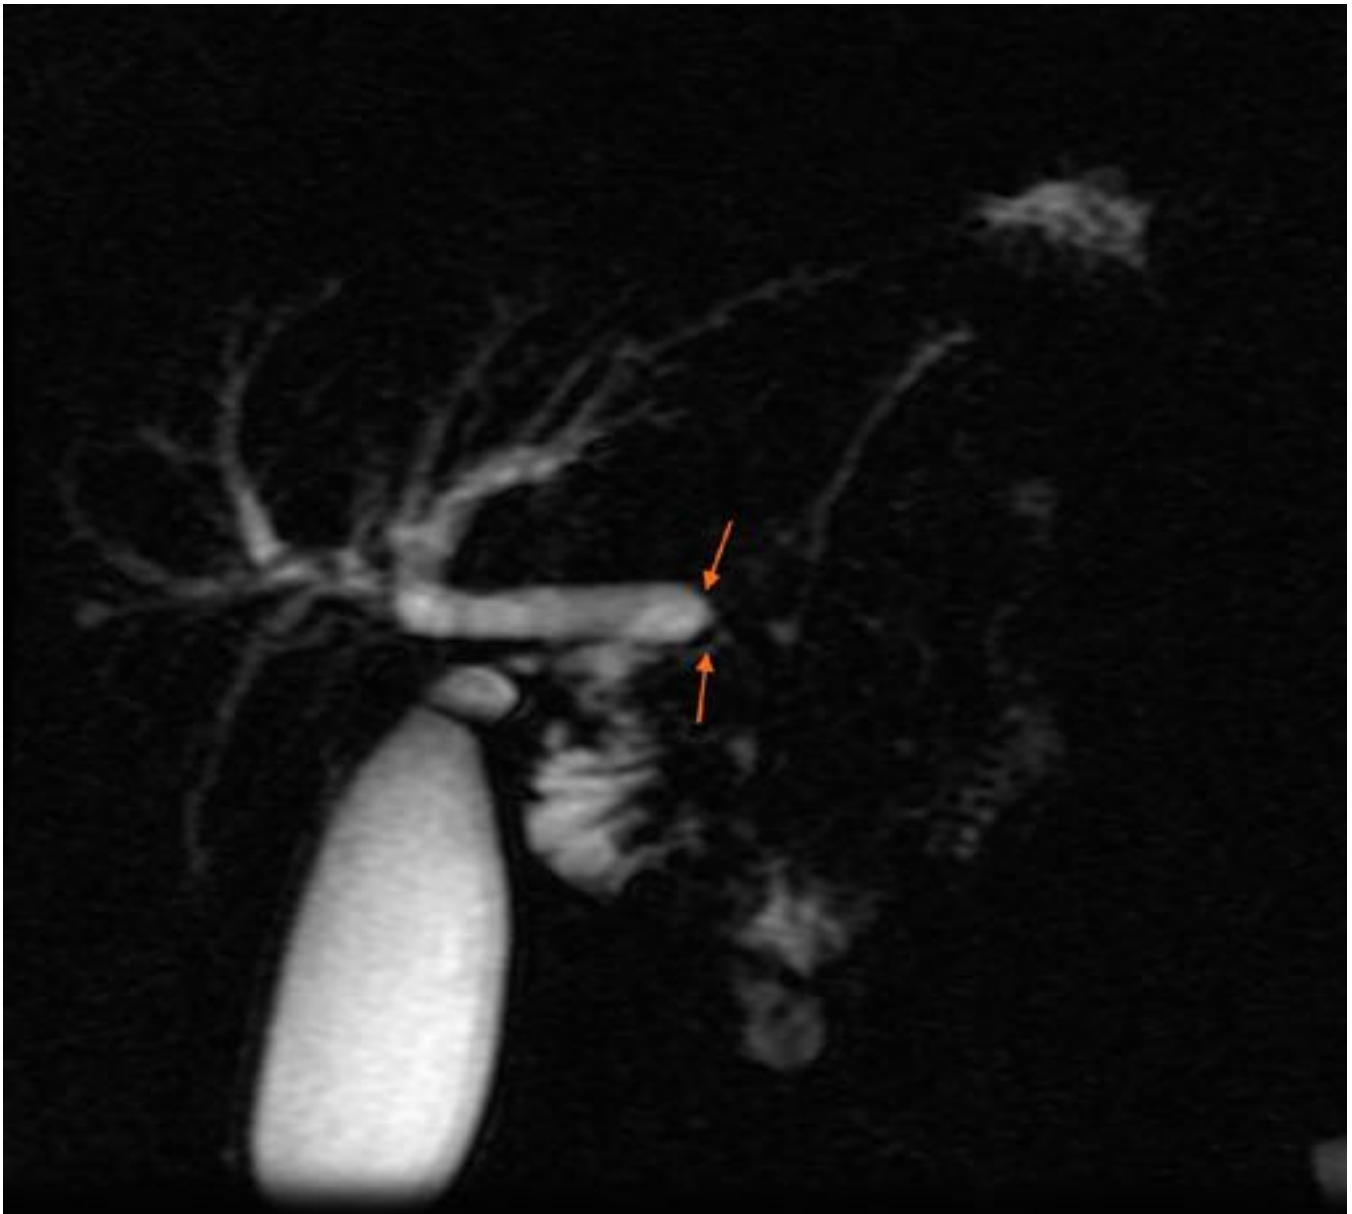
Mismo caso que la figura 43. RM hepática. Axiales FSE T2. Stop brusco en tercio medio del colédoco con dilatación proximal del hepatocolédoco y de la vía biliar intrahepática.
